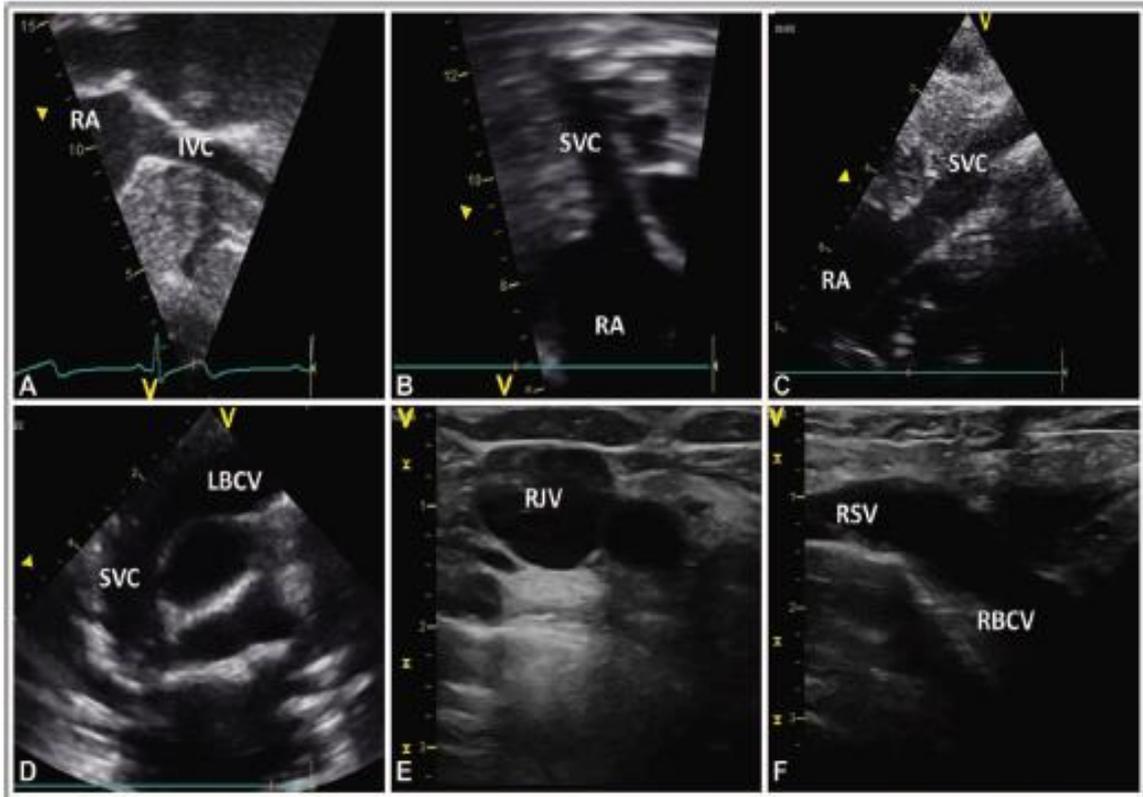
Ultrasound image protocol for central venous catheter tip location. A, Subcostal view of the inferior vena cava (IVC) and cavoatrial junction (CAJ). B, Subcostal view of superior vena cava (SVC) and CAJ. C, Right parasternal view of the SVC and CAJ. D, Coronal suprasternal view of the SVC and left brachiocephalic vein (LBCV). E, Transverse view of the right internal jugular vein (RJV). F, Longitudinal view of the right subclavian (RSV) vein and the right brachiocephalic vein (RBCV). RA = right atrium.
